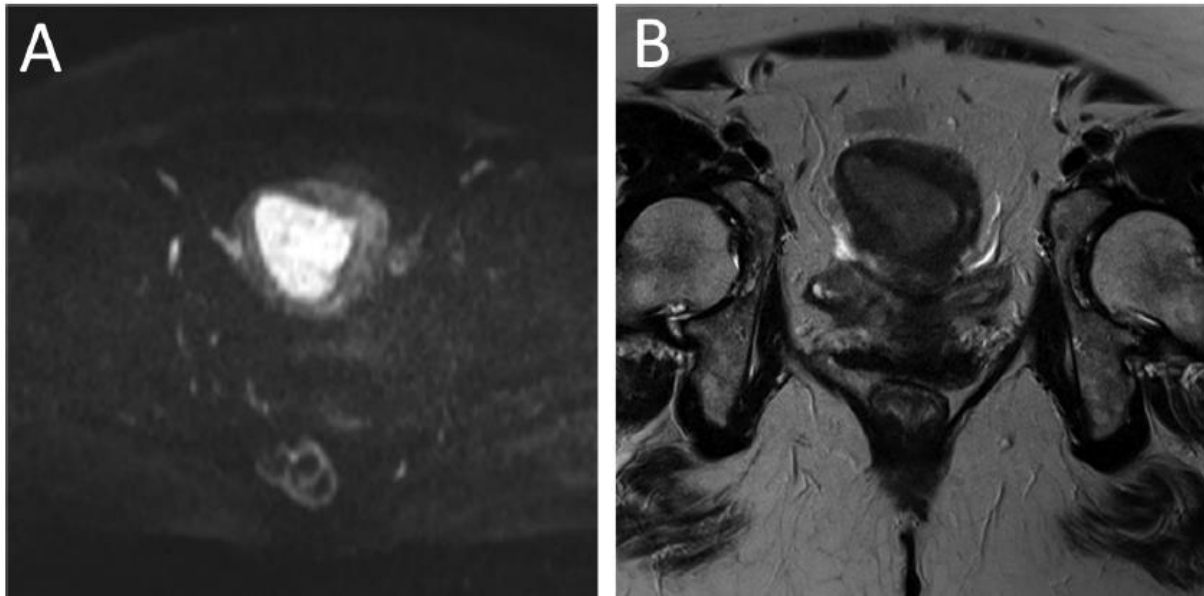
Cliché IRM d'une tumeur de type adénocarcinome endométrioïde, suspicion d'infiltration profonde du myomètre au niveau de la corne droite.
